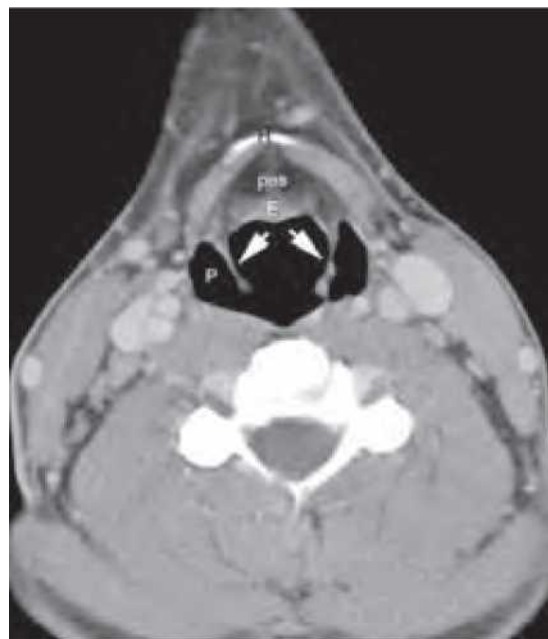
A. O imagine sagitală ponderată T1 ușor oblică, care prezintă ligamentele vocale (săgeți albe) care se întind de la procesele vocale ale cartilajelor aritenoidale (A) până la regiunea anterioară a cartilajului tiroidian. De asemenea, sunt indicate cartilajul cricoid (C), epiglota (E), spațiul preepiglotic (pes), valeculele (V) și osul hioid (H). B. O imagine coronală ponderată T1, care prezintă mușchiul tiroaritenoidian (tam) la nivelul corzii vocale adevărate, ventriculul laringian (săgeată) și spațiul adipos paraglotic la nivelul corzii vocale false (F). C. O tomografie computerizată (CT) axială prin supraglotă, care prezintă marginea liberă a epiglotei (E). D. O scanare ușor inferioară prin supraglotă arată - porțiunea fixă a epiglotei (E), spațiul preepiglotic (pes), pliurile arieepiglotice (săgeți albe), osul hioid (H) și sinusurile piriforme (P). (*Continuare*)
